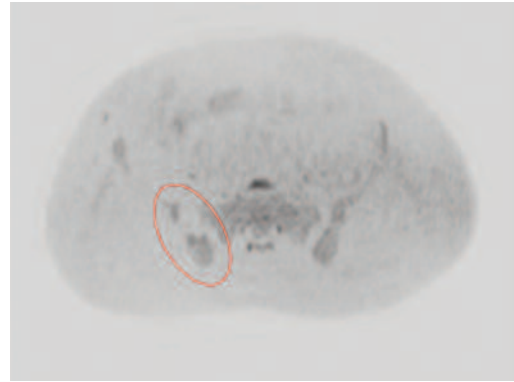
nella sequenza pesata in DWI (b=1000) non si osserva significativa restrizione della diffusività a carico dell'osso iliaco di destra.
